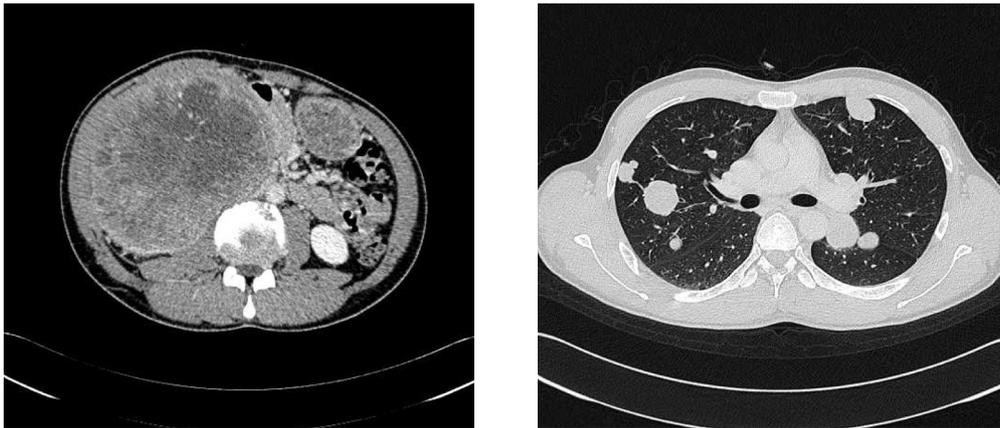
Enhanced CT scan, examined before treatment, shows a huge renal mass at the right kidney and multiple bilateral lung metastases.
